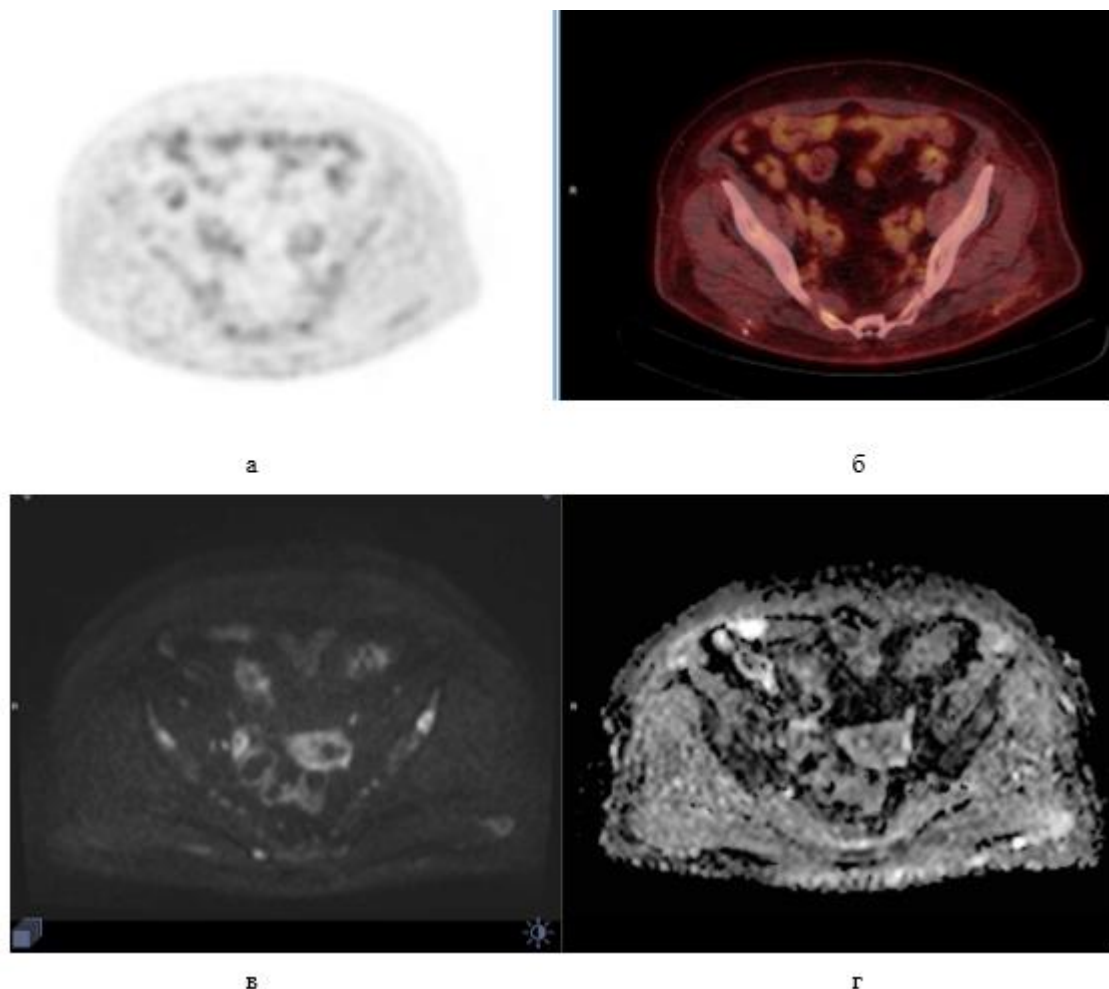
18F-ФДГ ПЭТ/КТ и МРТ всего тела с ДВИ у пациентки с метастатическим раком молочной железы: а – изображение моноПЭТ с коррекцией аттенюации; б – совмещенное изображение ПЭТ/КТ без признаков метастатического поражения скелета; в – на ДВИ определяются одиночные метастатические очаги подвздошных костей; г – на карте ИКД также прослеживается ограничение диффузии в метастатических очагах.
